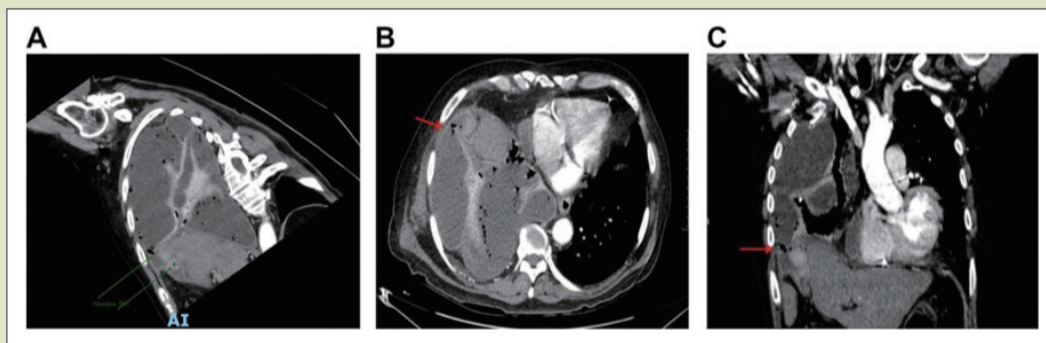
胸部 CT 增强扫描胆管肌瘘 (A)；轴位图显示胆囊根部穿孔，右半膈肌破裂 (B)；冠状位显示胆囊根部穿孔，右侧膈肌破裂 (C)
